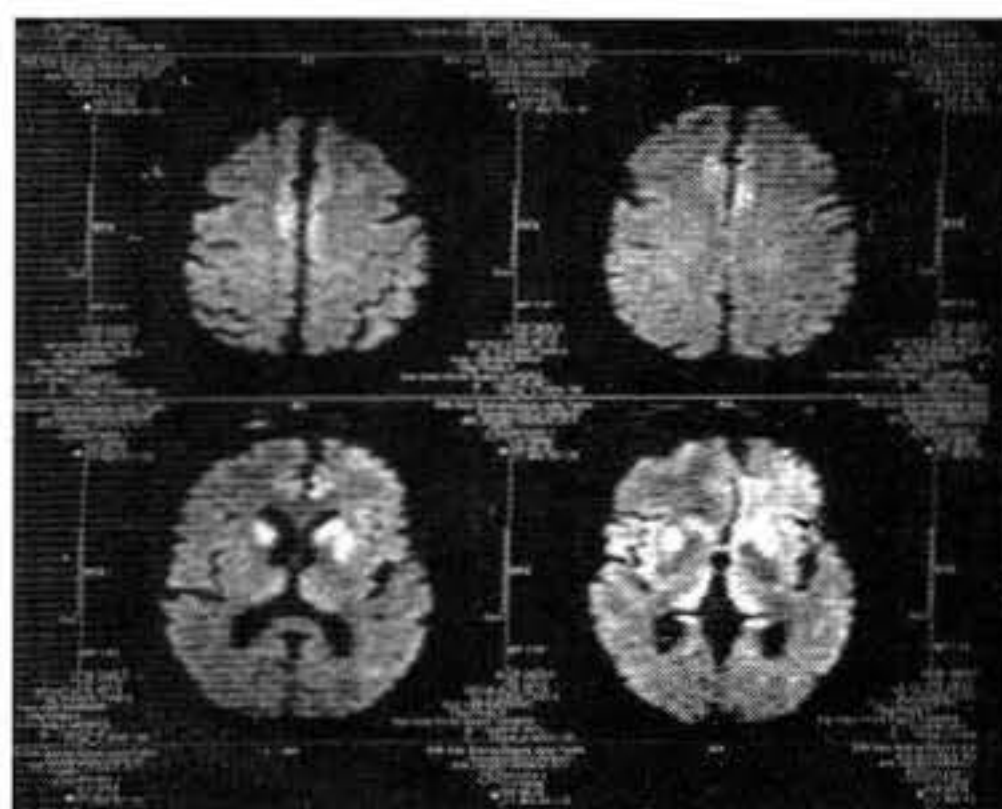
(A) y (B) la imagen de resonancia magnética por difusión pesada muestra signos de hiperintensidad cortical en regiones frontales bilaterales. (C) y (D). Signos de hiperintensidad en núcleos de la base.
